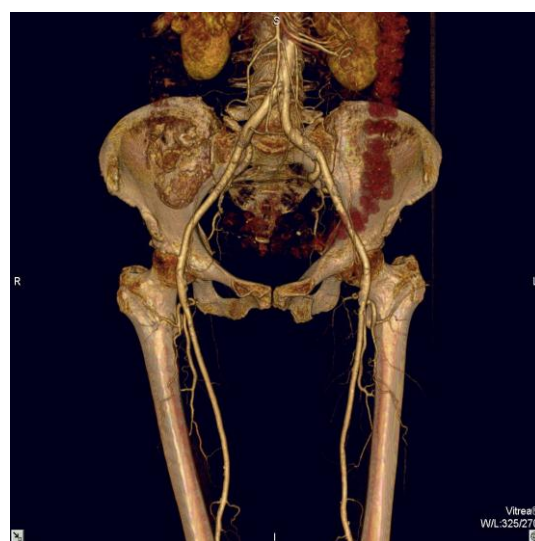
МСКТ. Объёмный рендеринг.
